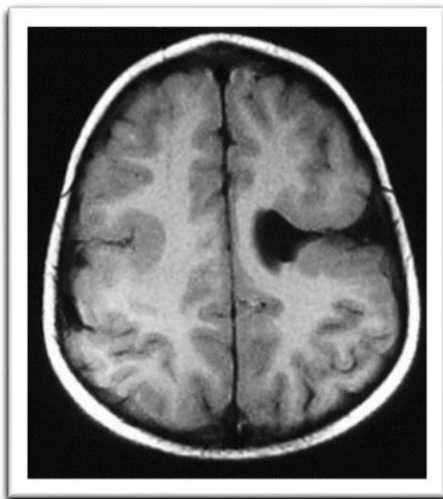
Imagen por resonancia magnética (imagen axial ponderada en T1). Muestra esquizencefalia en el lado izquierdo y polimicrogria perisilviana en el derecho. Los labios de la hendidura estrecha están revestidos con una corteza ancha anormal con una superficie exterior irregular y una unión cortical-subcortical irregular. Las mismas características de la polimicrogria se pueden ver en el área perisilviana derecha.
